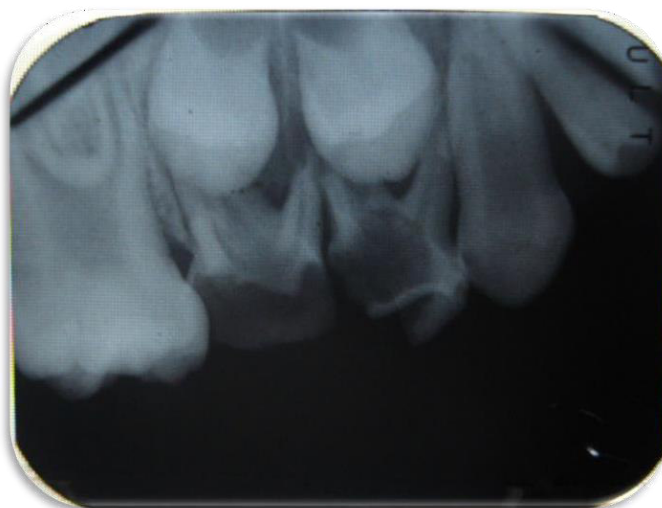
radiografía periapical piezas 55, 54 y 53
